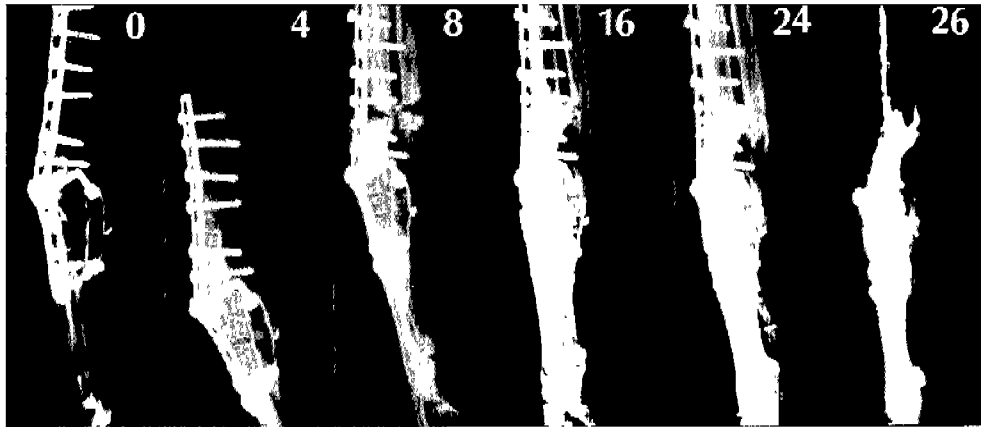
Series radiographs of lateral view after the operation (number means weeks after the surgery)
